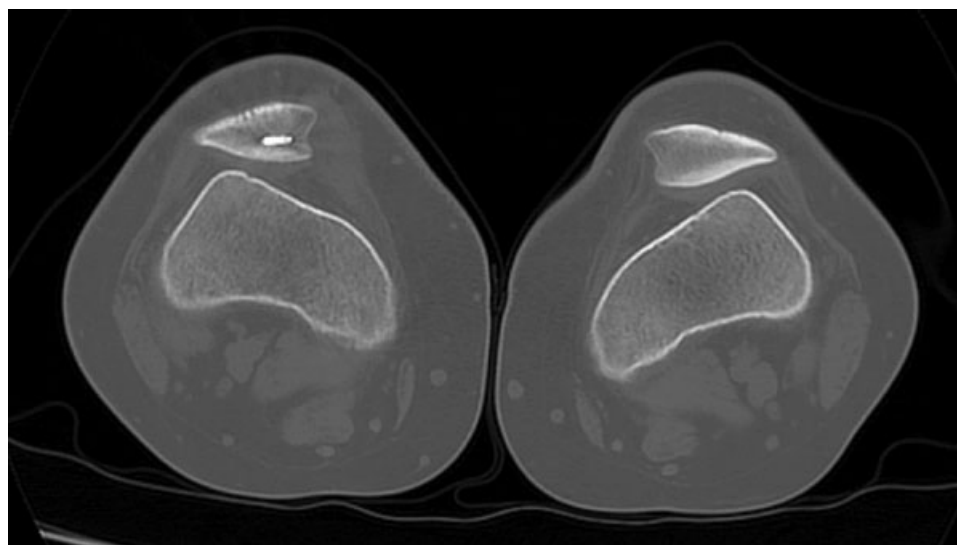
Tomografia computadorizada bilateral.
